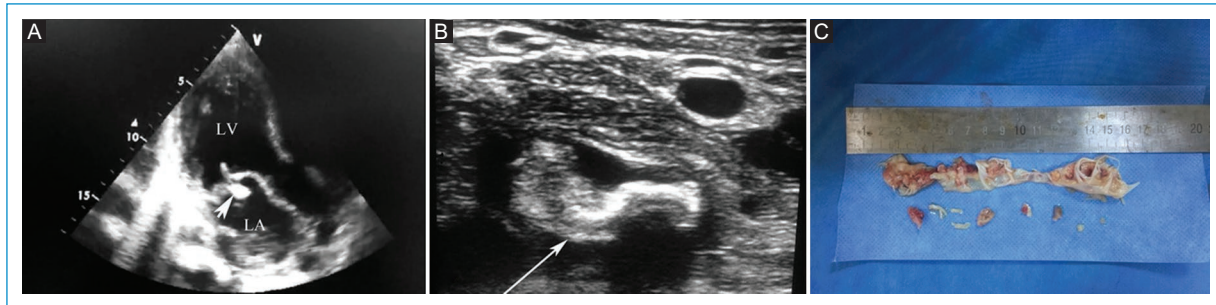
A: transthoracic echocardiography showing the vegetation (arrow). B: ultrasonographic image of the iliac saddle emboli (arrow). C: the resected embolized material. LA: left atrium. LV: left ventricle.
